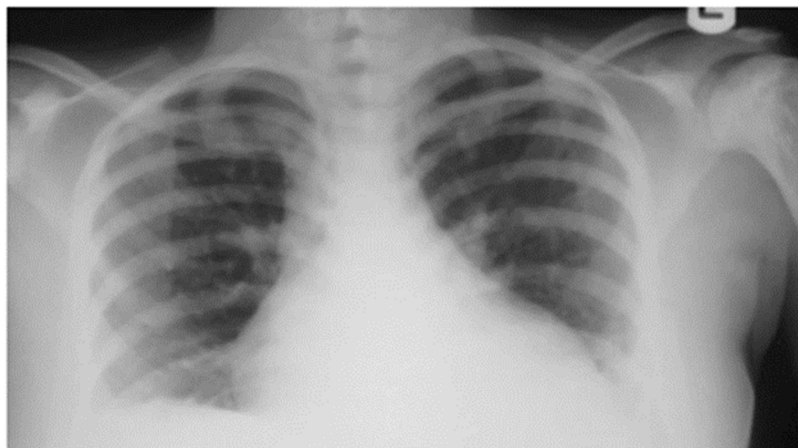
La radiographie du thorax montre une perte de différenciation corticomédullaire dans les côtes et un épaississement du trabéculum, modifications causées par l'hyperplasie médullaire. (41)
